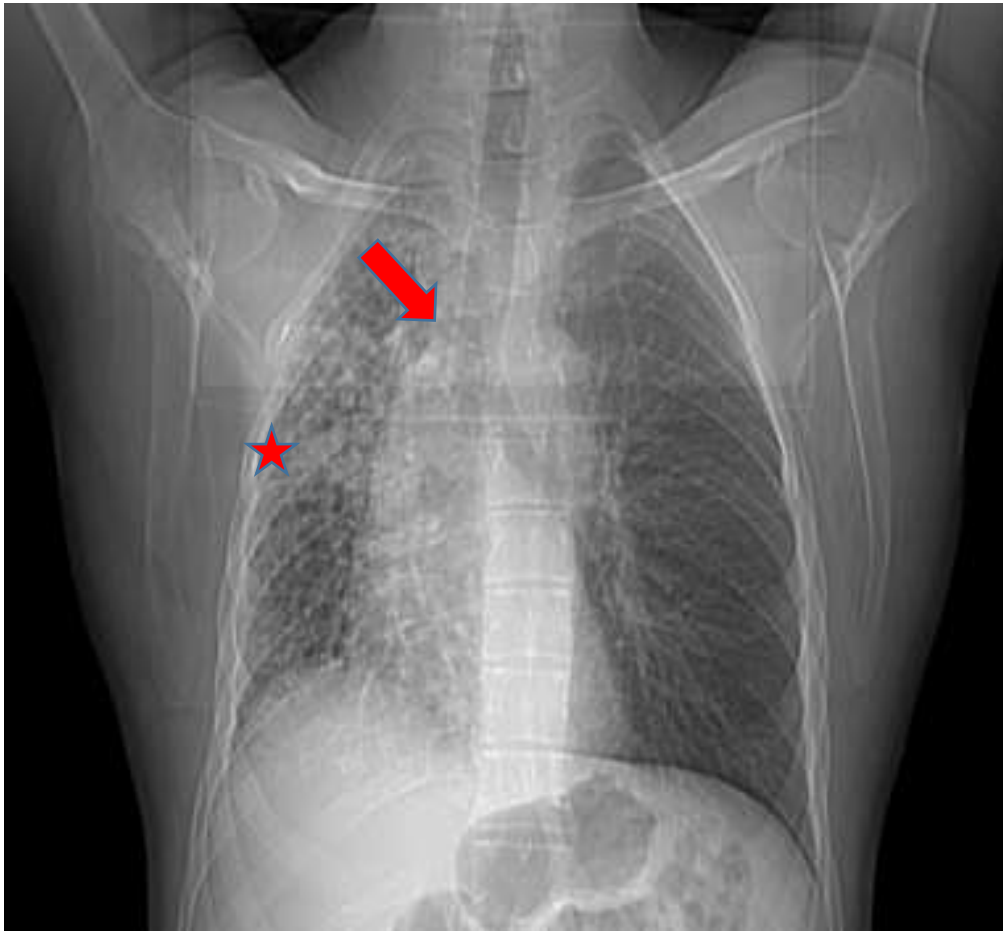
Radiographie thoracique de face : Atélectasie droite : opacité hilaire droite avec attraction de la trachée et ascension de la coupole diaphragmatique. (Flèche)
